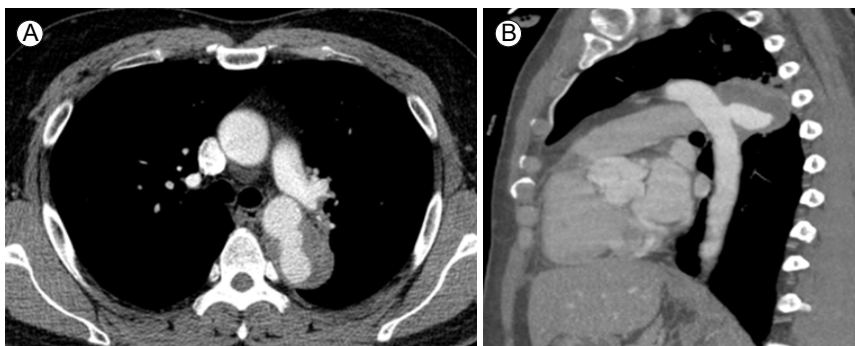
Contrast computed tomography (CT) showed a 4 cm-sized pseudoaneurysm in the descending thoracic aorta. (A) CT angiography showed a 3.1 \times 4.7 cm-sized pseudoaneurysm in the descending thoracic aorta. (B) A sagittal image.
